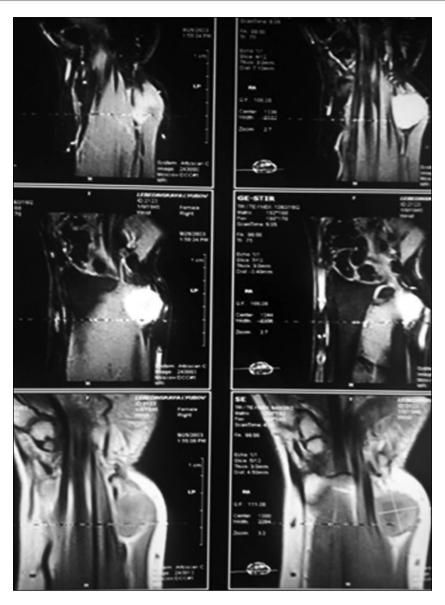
МРТ: фиброма лучезапястного сустава.
